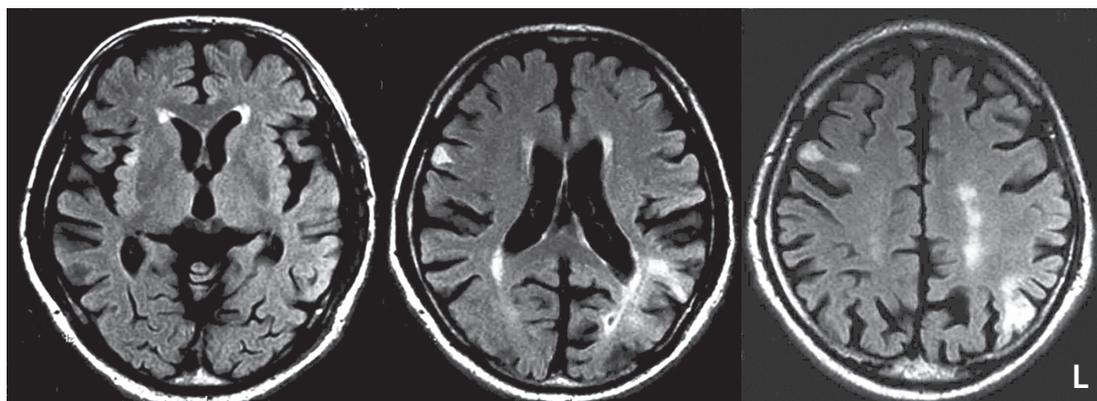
頭部 MRI FLAIR 画像水平断
